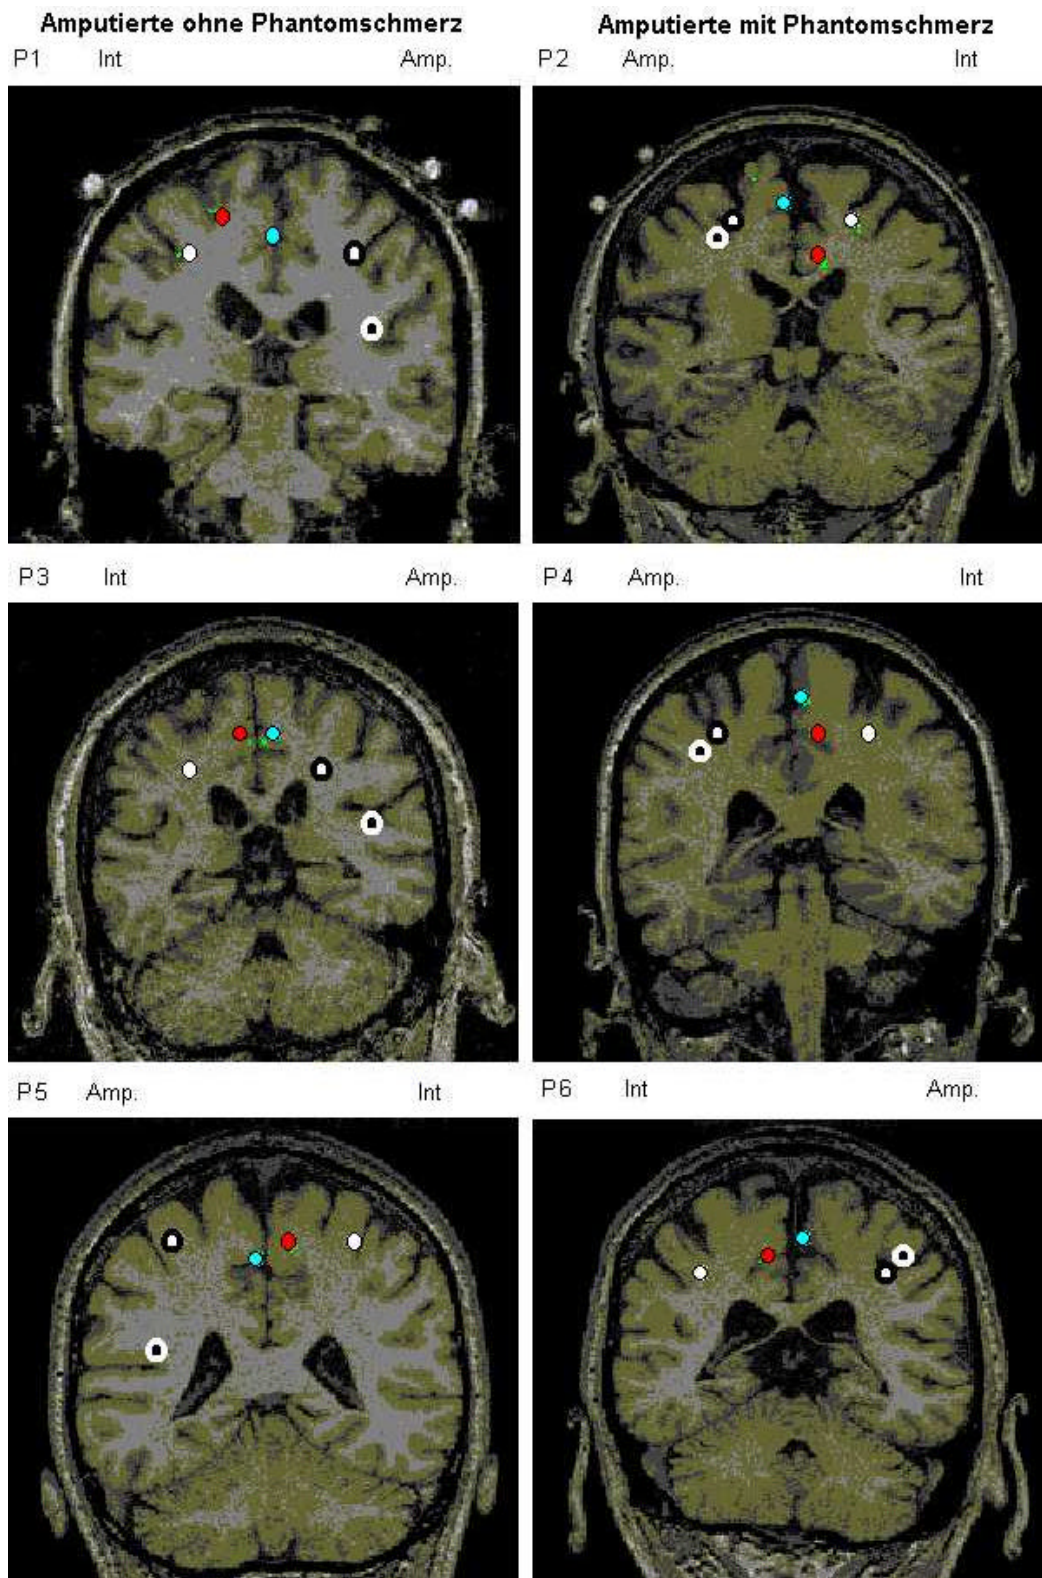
Überlagerung von bikP und MRT bei 6 der untersuchten Patienten.⁴
